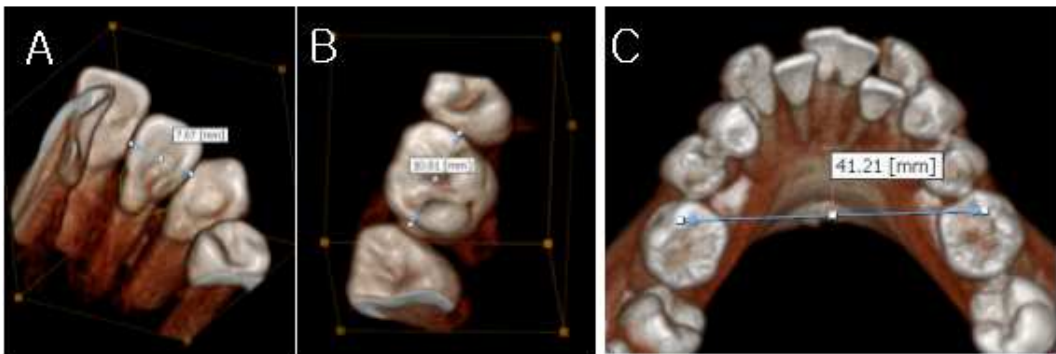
Measurements of tooth size and dental arch width in CBCT image. *A*, Measurements of anterior tooth width; *B*, Measurements of posterior tooth width; *C*, Measurements of dental arch width.
